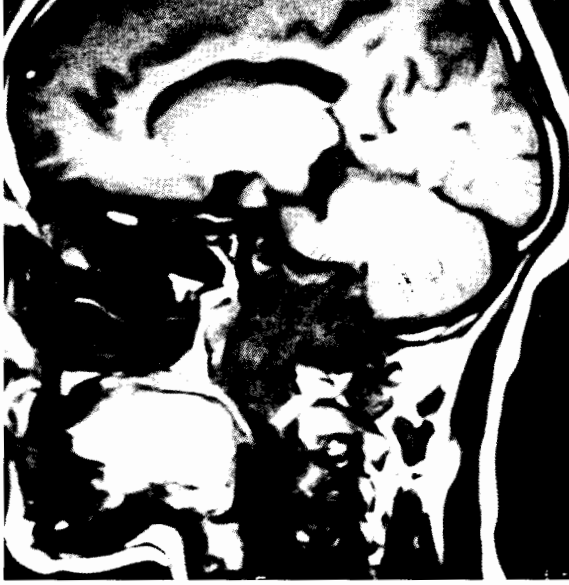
Hipofiz invazif makroadenomu. Kontrastsız koronal T₁A'lıklık MRG kesitinde, adenom içinde hiperintens kanama odakları görülmektedir.
